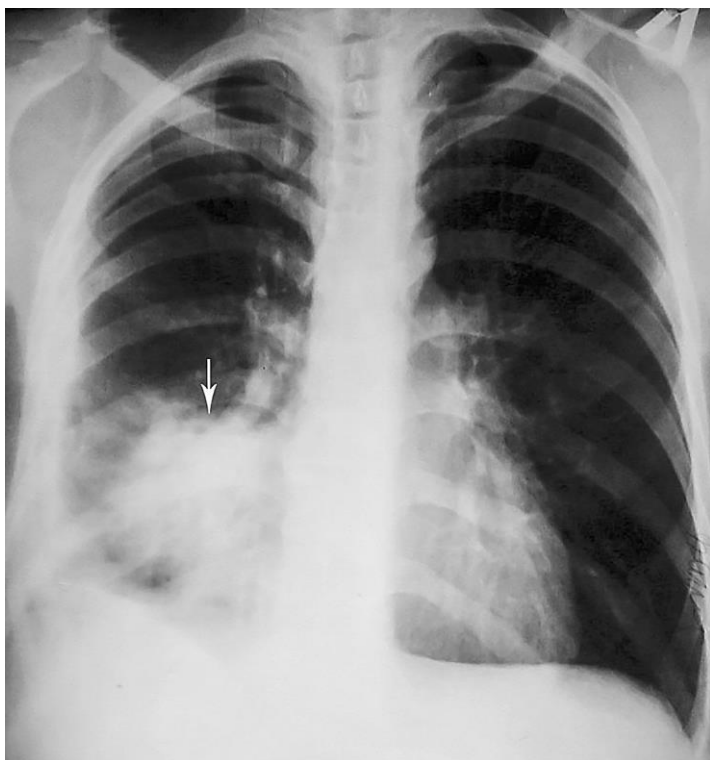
Обзорная рентгенограмма грудной клетки в прямой и правой боковой проекциях. Блокированный абсцесс средней доли (→). (Фото из архива кафедры)
